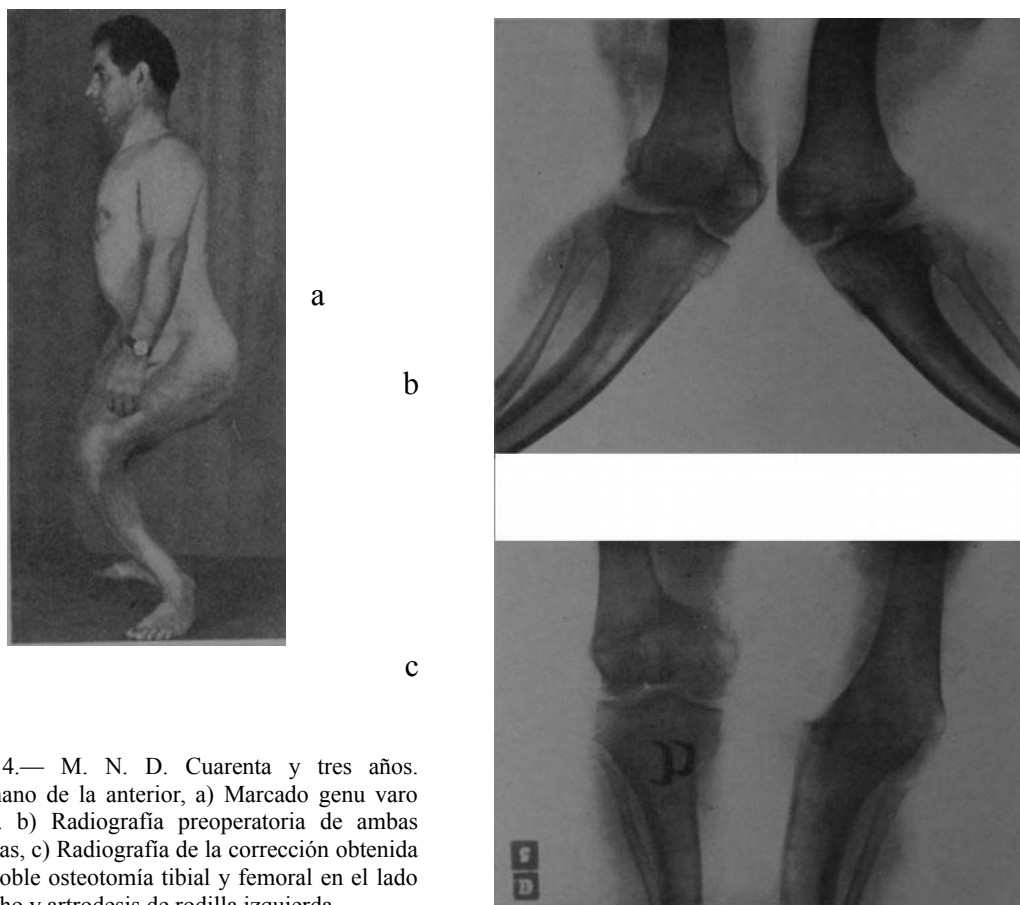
M. N. D. Cuarenta y tres años. Hermano de la anterior, a) Marcado genu varo flexo. b) Radiografía preoperatoria de ambas rodillas, c) Radiografía de la corrección obtenida por doble osteotomía tibial y femoral en el lado derecho y artrodesis de rodilla izquierda.
